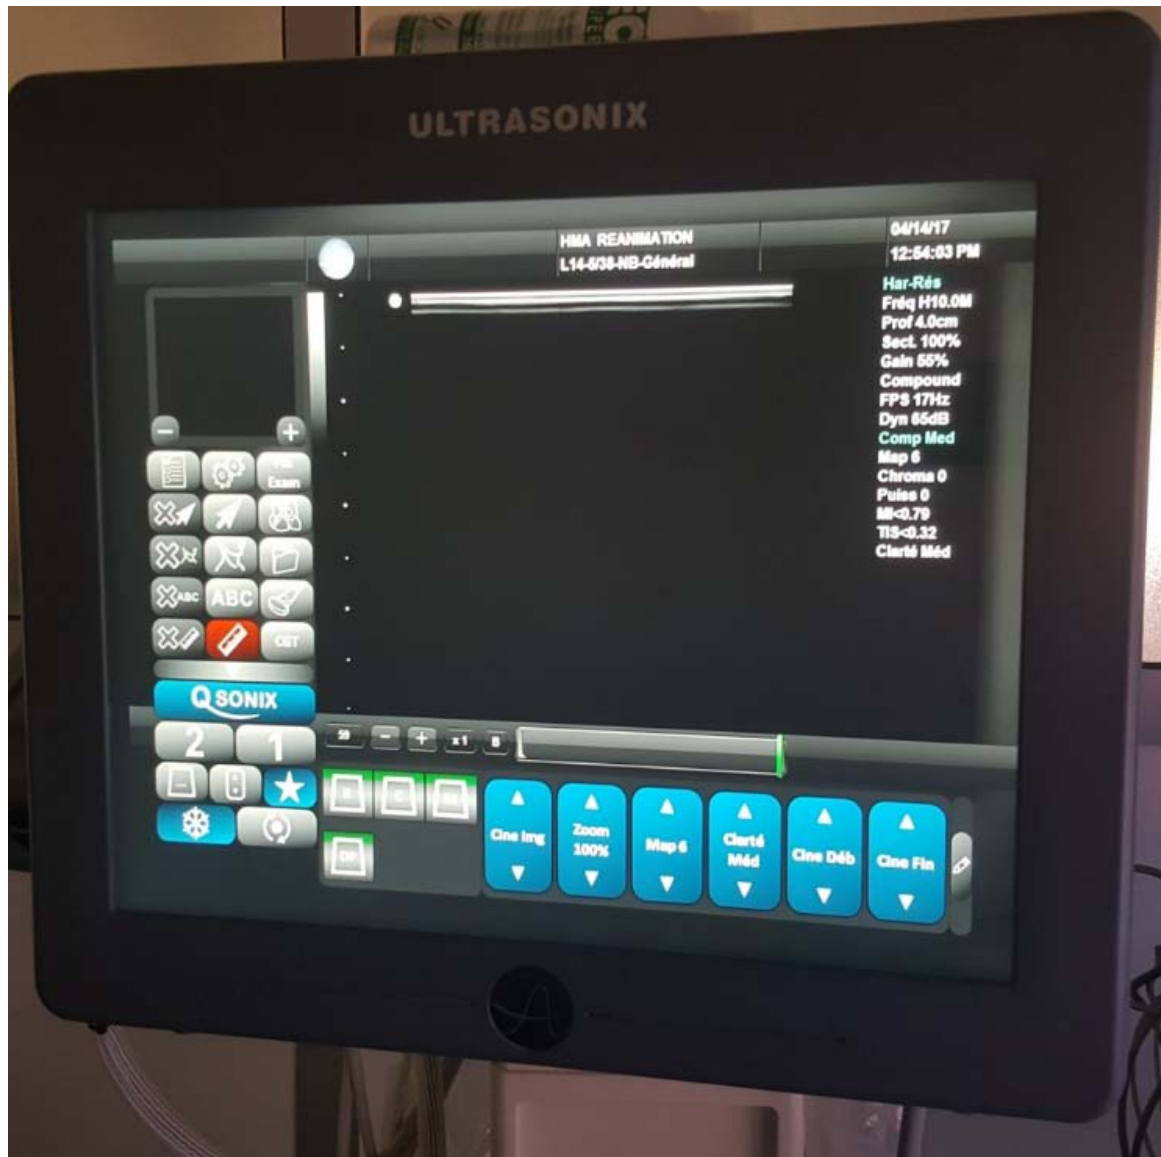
Appareil d'échographie utilisé dans l'étude (Sonic Tablet – ULTRASONIX®)
